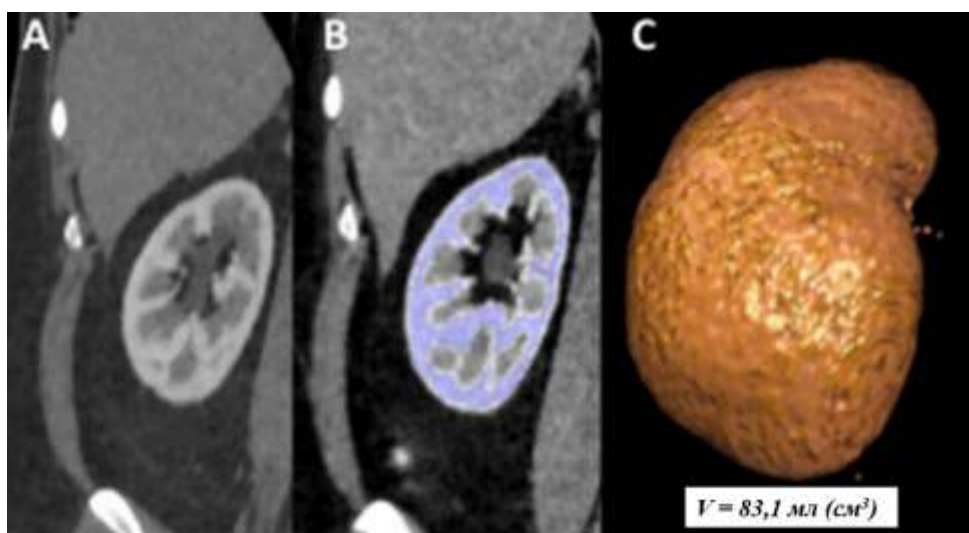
Пример расчета корковой волюметрии (определение объема корковой паренхимы). А – коронарная реконструкция (МСКТ с контрастированием). В – цветное выделение коркового вещества на том же срезе. С – волюметрическая реконструкция с данными по объему коркового вещества (88).
